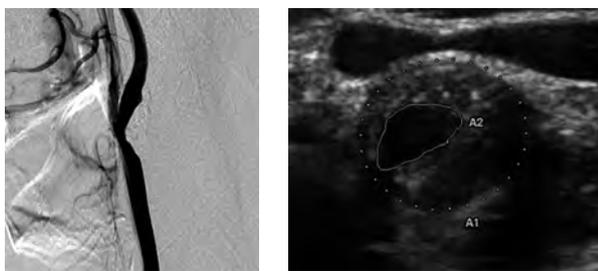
Case 1, A: angiography before CAS, B: sonography before CAS, C: angiography after CAS, D: sonography after CAS
